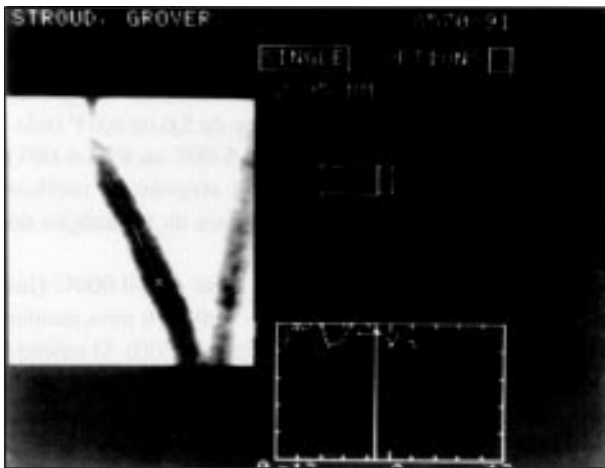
Medidas dos diâmetros residual máximo e mínimo distal pela ultra-sonografia após o implante do *stent* (caso 7).
